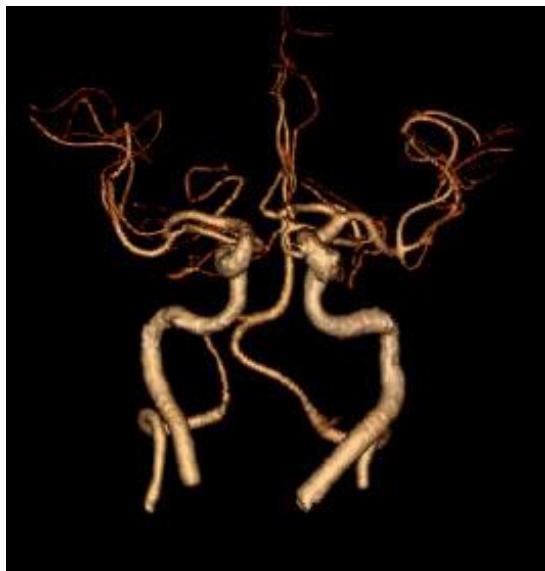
Reconstrução Angiotomografia 3D.
